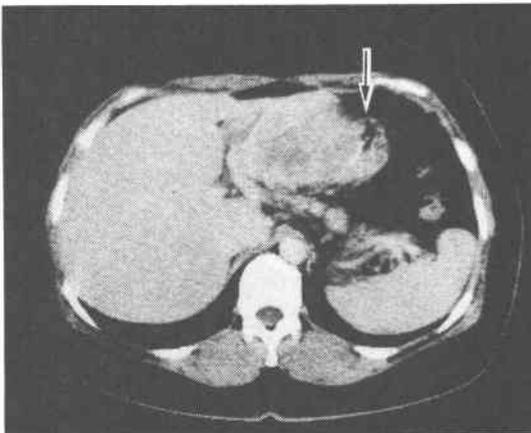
Computed tomographs showing a mass next to the lesser curvature and seeming to be connected with the stomach (an arrow shows the stomach).
